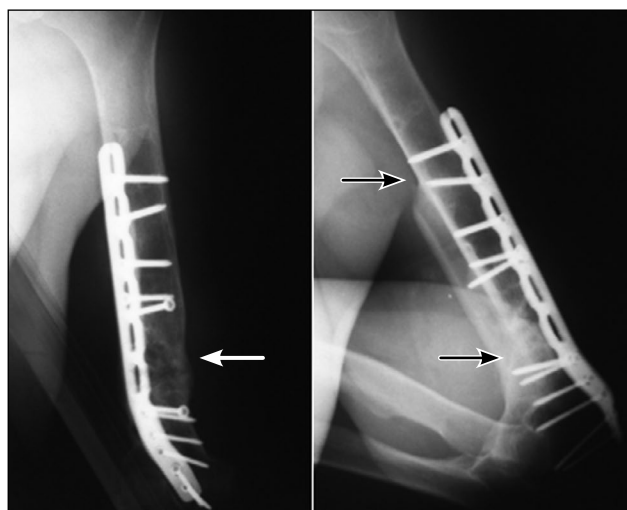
Пациент П., 42 лет. Рентгенограммы через 6 мес после операции. Признаки консолидации обозначены стрелками.
